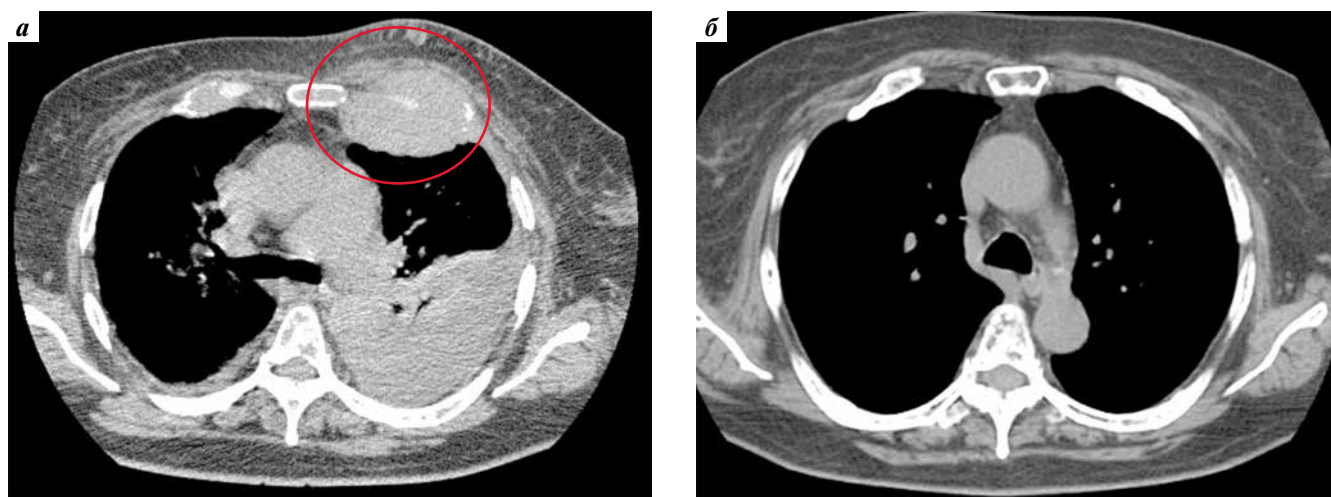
Компьютерная томография органов грудной клетки в дебюте заболевания (а) и на +100-й день после 2-й аутологичной трансплантации гемопоэтических стволовых клеток (б). Овалом указана плазмцитомы III ребра слева размером 67 × 45 × 51 мм
